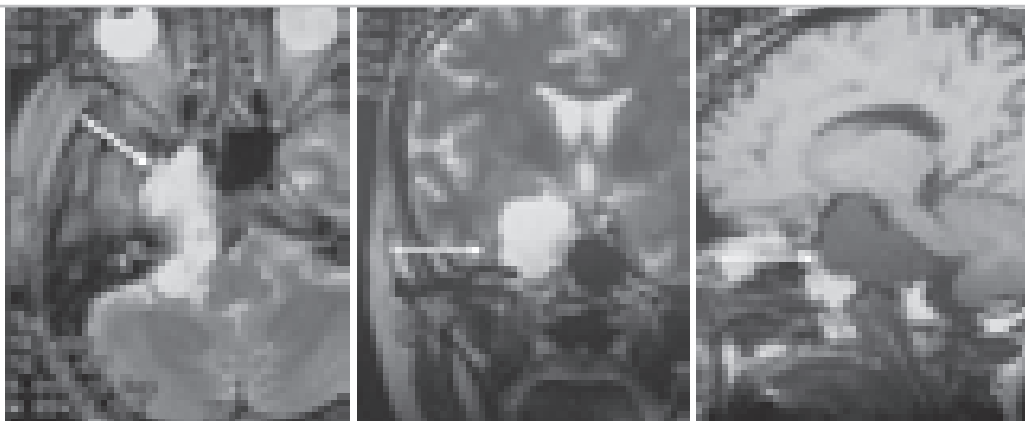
МРТ больной до операции в аксиальной (в T2 режиме), фронтальной (T2 режим) и сагиттальной проекции (T1 режим). Больная Б-ва 48 лет. Основная часть опухоли имеет вид гомогенного узла. Опухоль показана стрелками.
